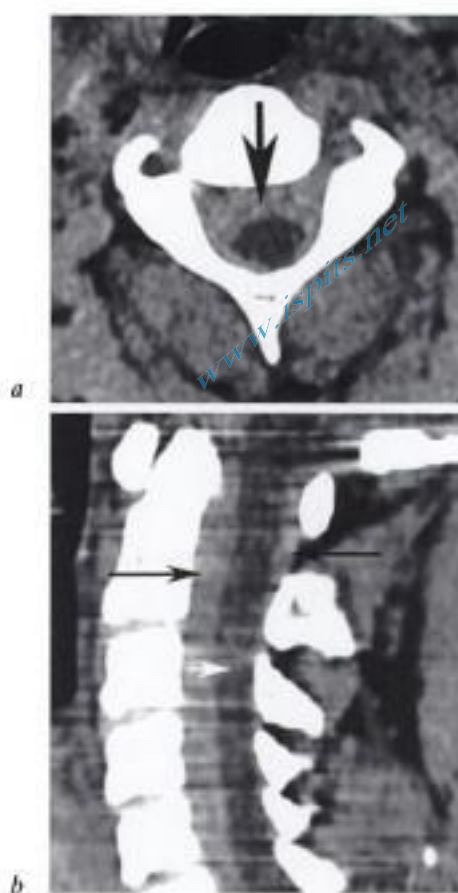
Hémorragie méningée massive. TDM cervicale en contraste spontané, a) coupe axiale et b) reconstruction sagittale. Les espaces sous arachnoïdiens sont spontanément hyperdenses (flèches noires). La moelle épinière apparaît en « négatif » (flèche blanche en b).
